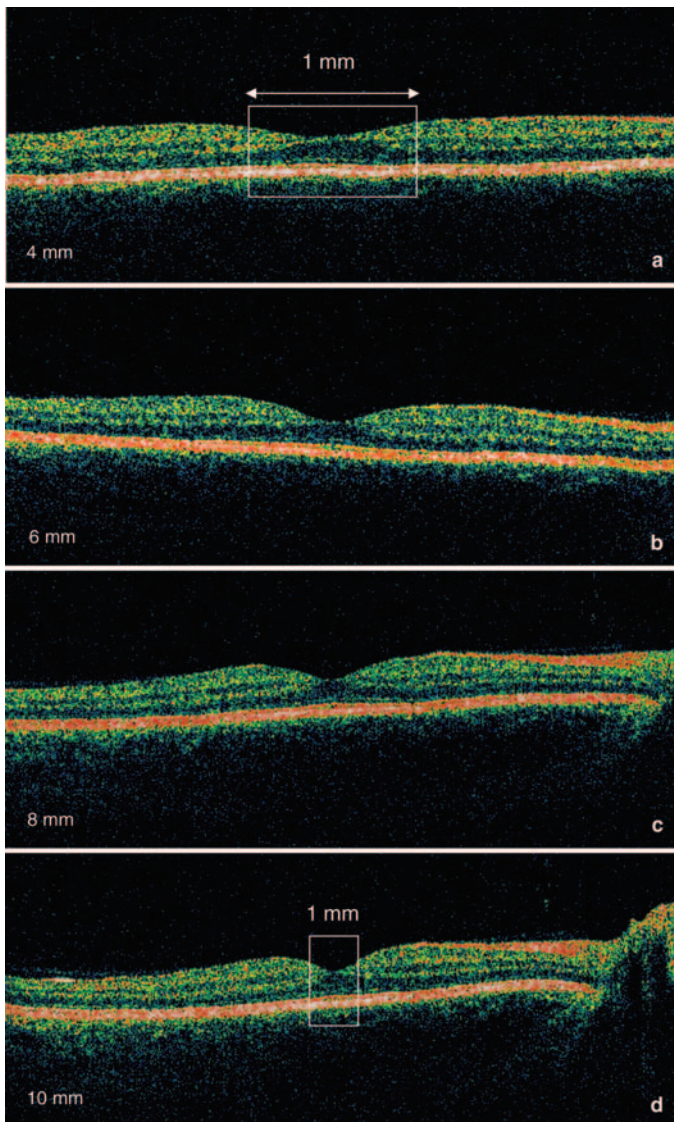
Coupes *optical coherence tomography* (OCT) et résolution transversale de l'image. Macula normale vue en coupes de 4 à 10 mm. La résolution transversale diminue avec la longueur de la coupe. Les images longues ne permettent pas une analyse fine de la macula. Sur l'image d de 10 mm, la macula ne constitue qu'un dixième des 512 pixels alors qu'elle occupe le quart de la coupe en 4 mm (a).
